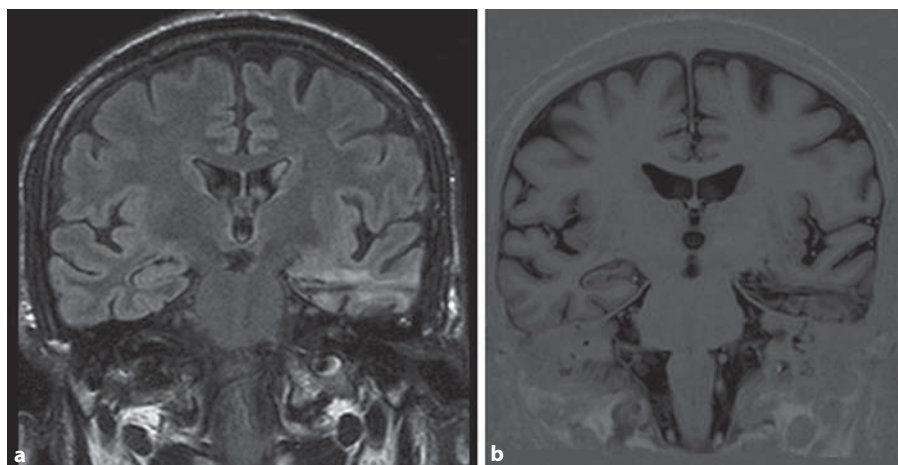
Postoperative changes after microsurgical AHE (FLAIR and T1 inversion recovery, coronal plane).
